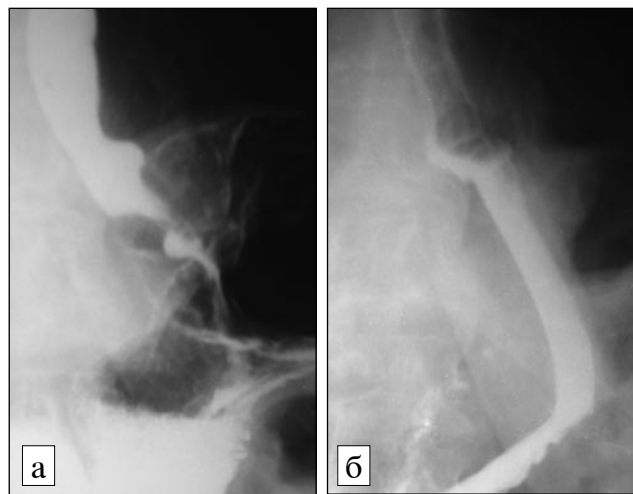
Рентгенограммы опухоли кардиоэзофагеальной зоны до (а) и после (б) эндопротезирования силиконовым трубчатым стентом.
